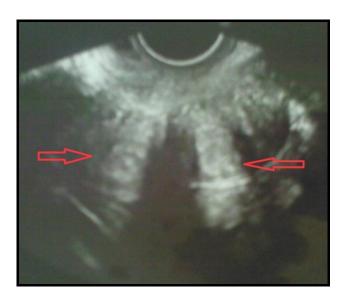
Ecografía realizada pre gestación donde se diagnostica útero didelfo.
